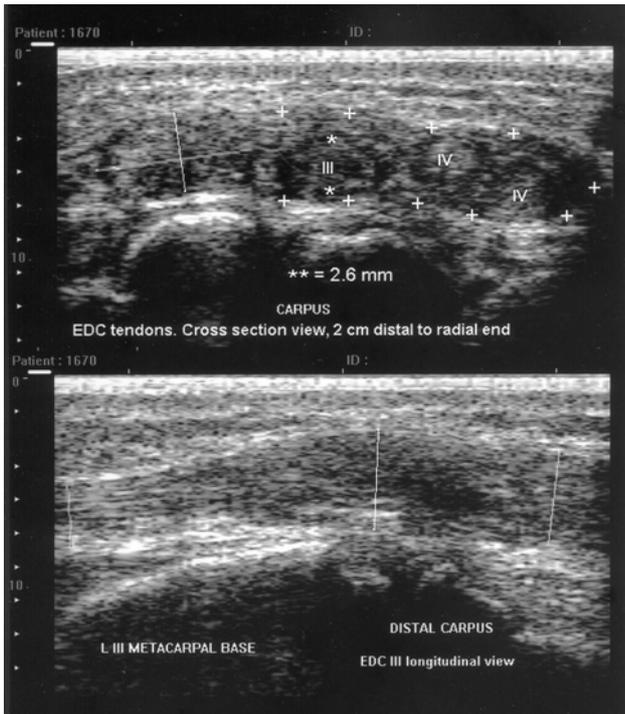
三號患者腫脹增粗之第四隔間伸肌肌腱群。上.橫切面超音波影像，可見第三指肌腱(以標定)雖有增粗，但周遭更包圍以增厚之腱鞘組織(以+++標定其範圍)。此患者伸指總肌之第四指肌腱分為兩股(IV, IV)。下.縱切面顯示，肌腱增粗最顯著位置在遠列腕骨背側。
